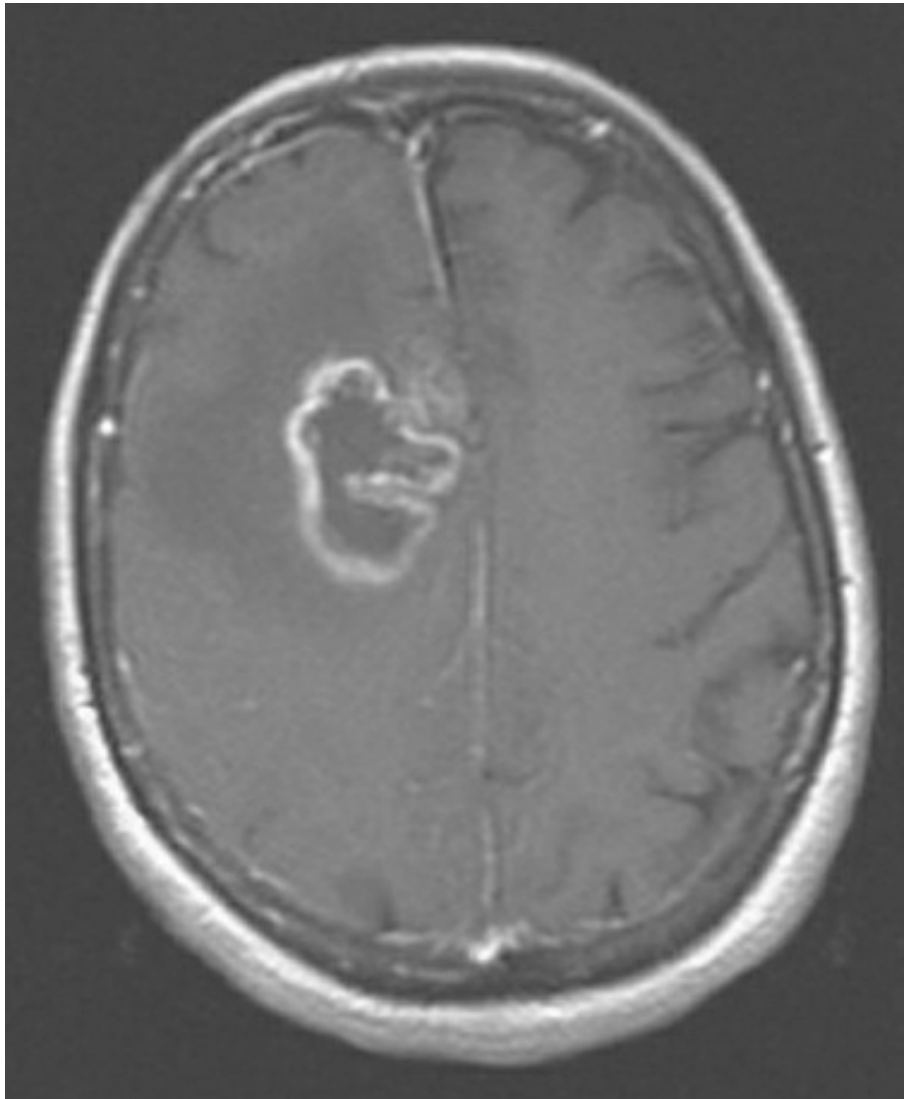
RMN axial ponderada en T1 con contraste.
